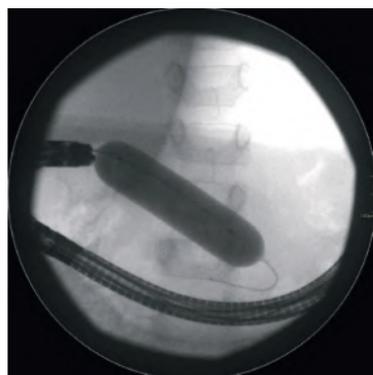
Рентгеноскопическое изображение, сделанное после баллонной дилатации, показывающее отсутствие «тали» или остаточного стеноза.
